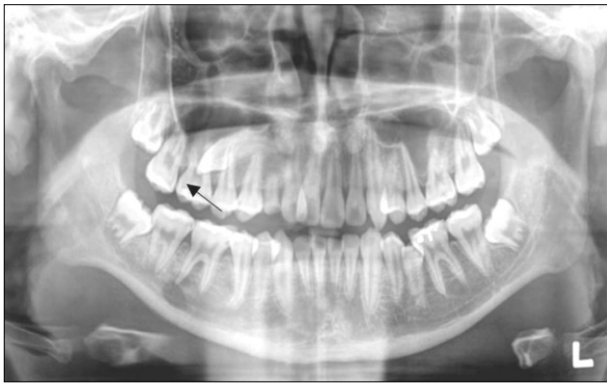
Initial panoramic and periapical views show the lesion on the right mandibular area.
